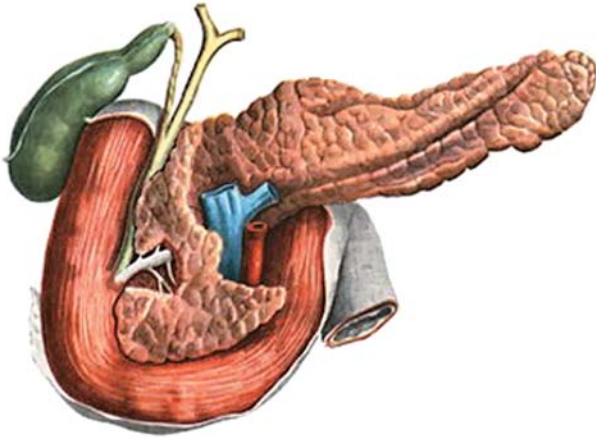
Анатомо-томографические взаимоотношения желчного пузыря и двенадцатиперстной кишки (Р.Д. Синельников, 1996) [7].
